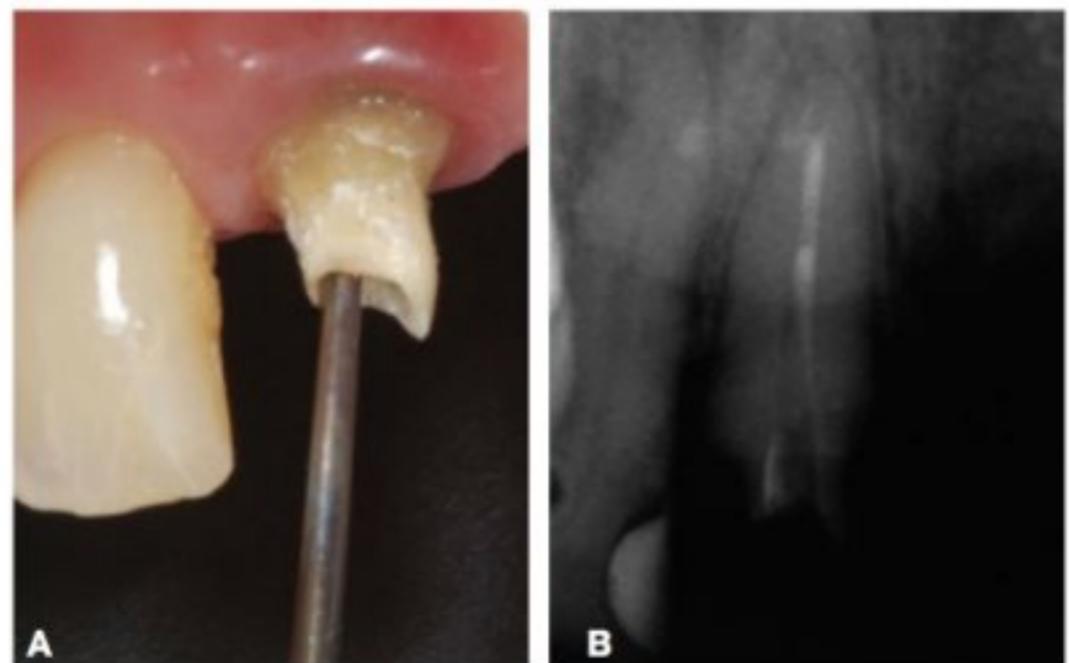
Preparo do conduto. (A) Desobturação com ponta Rehn. (B) Radiografia.
